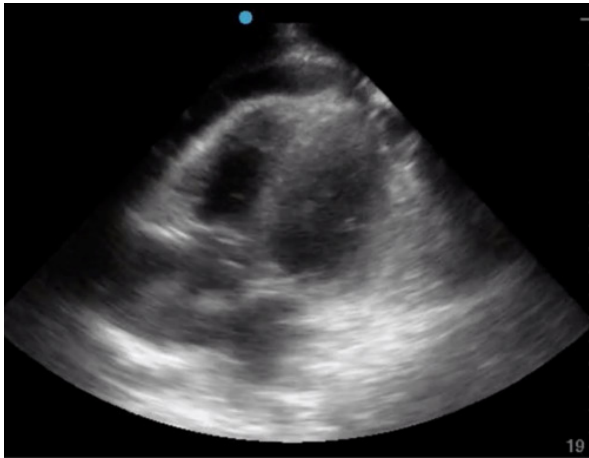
Una ecografía y la ilustración correspondiente de un corazón con pericarditis y derrame pericárdico.
